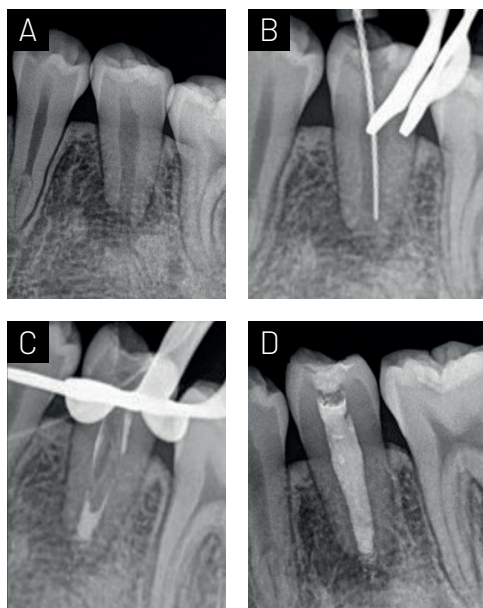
(A) Radiografía inicial (B) Radiografía de conductometría. (C) Radiografía de control de tapón apical con biocerámico. (D) Radiografía postoperatoria.
